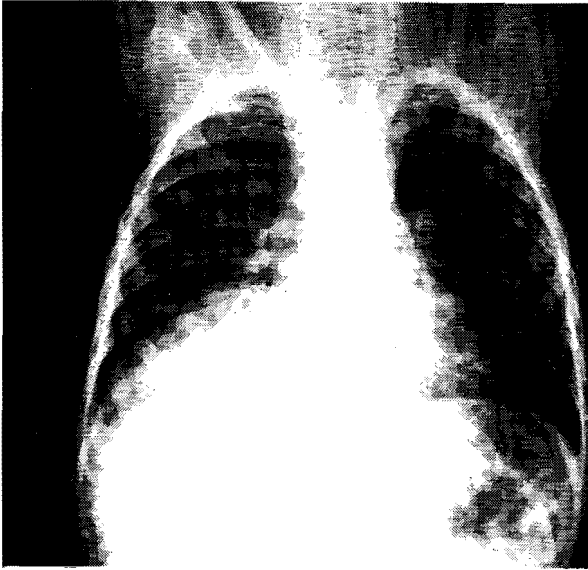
Radiografía simple de tórax P.A. Se observa densidad homogénea en la base del hemitorax derecho.
